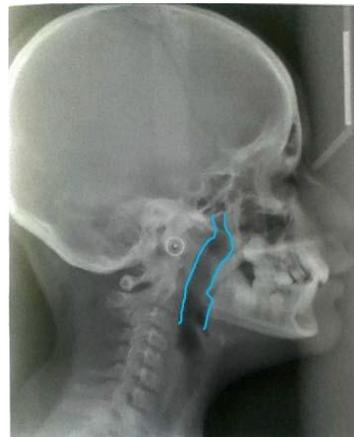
RADIOGRAFÍA LATERAL DE CRANEO SEÑALANDO EL ESPACIO FARÍNGEO.
